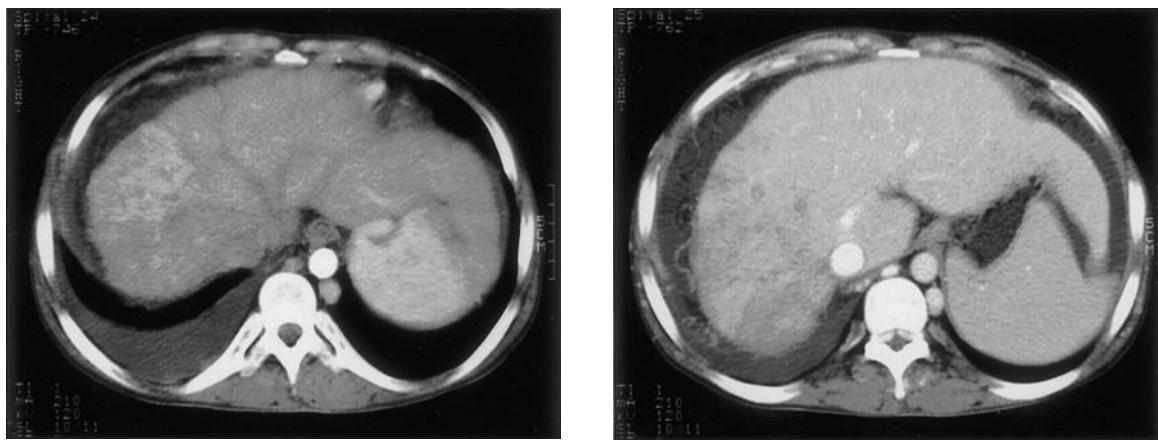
Abdominal CT findings. The axial image of abdominal CT shows a 6 cm sized mass enhanced on arterial phase (A) and wash out on delayed phase (B) in lateral segment of the liver.
